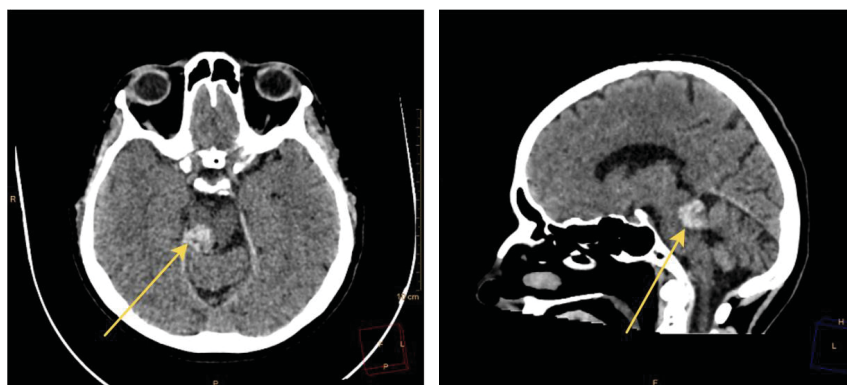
СКТ ГМ 22.10.24 – справа в дорзальных отделах среднего мозга и моста – внутримозговое образование с четким бугристым контуром, неоднородной структуры, повышенной плотности (55–60 HU), размерами 17 x 16 x 17 мм
